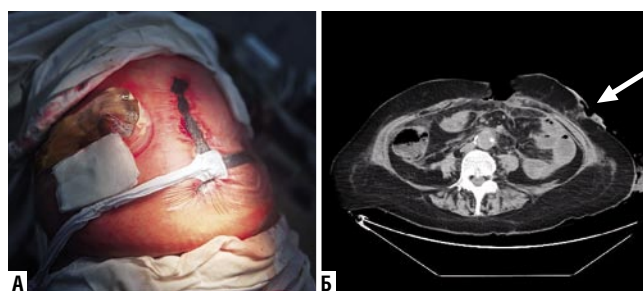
Больная Х.: А – обструктивная резекция и выведение концевой сигмостомы в правое подреберье вследствие развития некроза левых отделов ободочной кишки после протезирования АБА с установкой вакуум-системы, Б – МСКТ брюшной полости после обструктивной резекции сигмовидной кишки (место выведения сигмостомы показано стрелкой).
